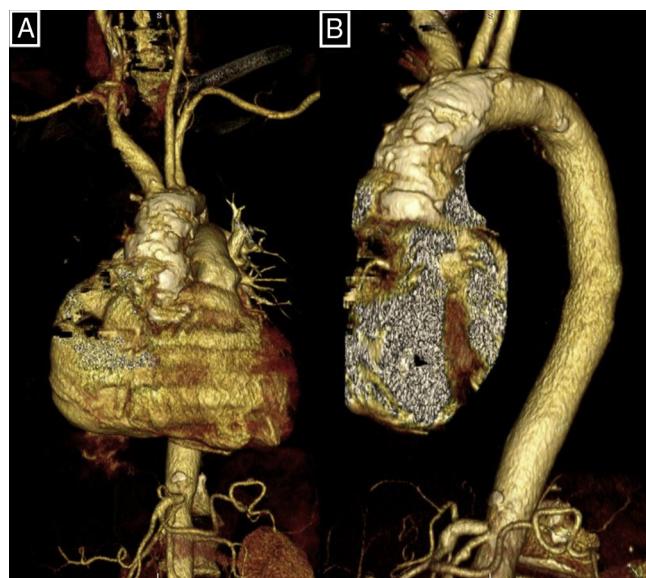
Reconstrucción tridimensional con tomografía computarizada que muestra la calcificación difusa de la aorta de porcelana. A: vista frontal. B: vista sagital.
